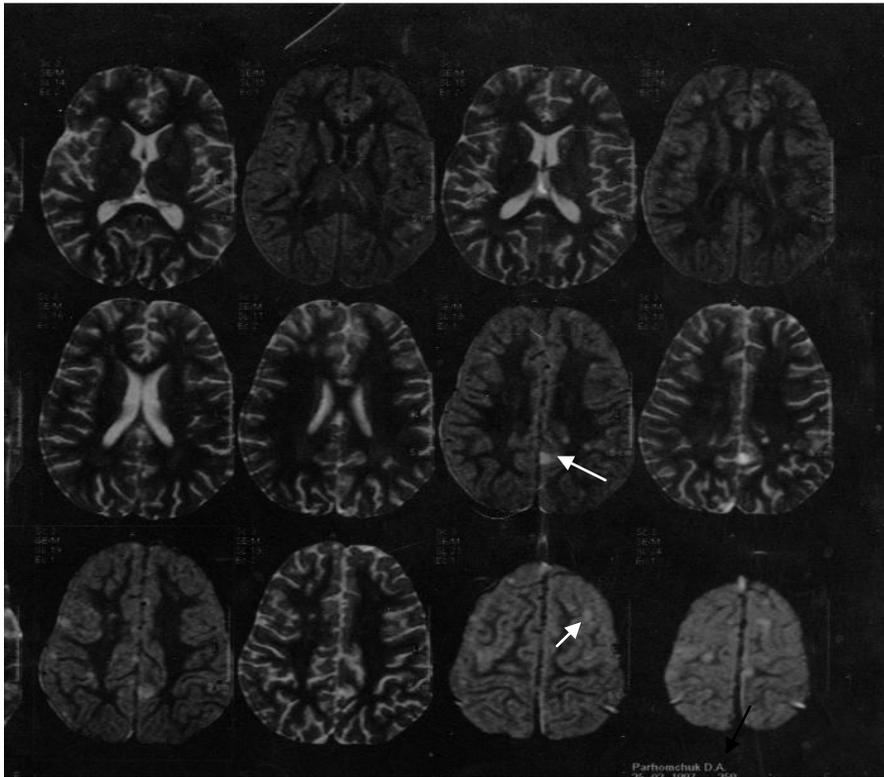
Прогресуюча енцефалопатія (магнітно-резонансна томографія)
